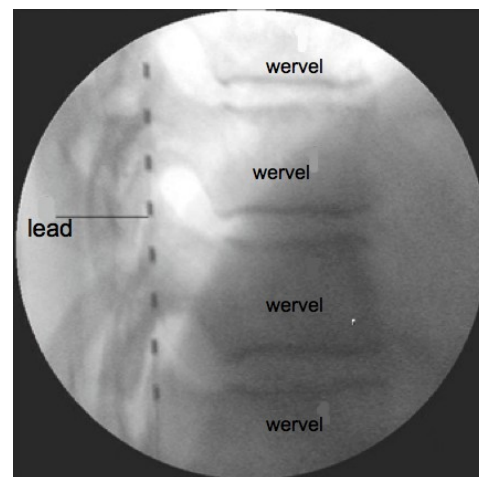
Röntgenfoto van de wervels van de zijkant genomen waarbij de lead wordt afgebeeld.
